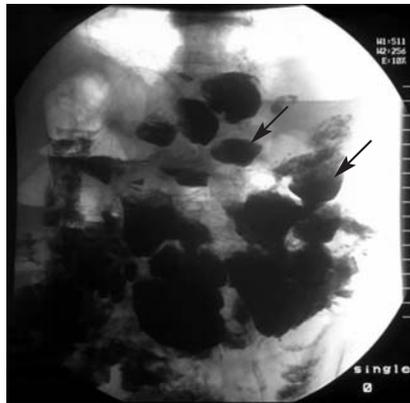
Рентгенограмма органов брюшной полости через 6 ч: в левой половине брюшной полости сохраняются множественные дивертикулы с уровнями контраста в них (стрелки)
